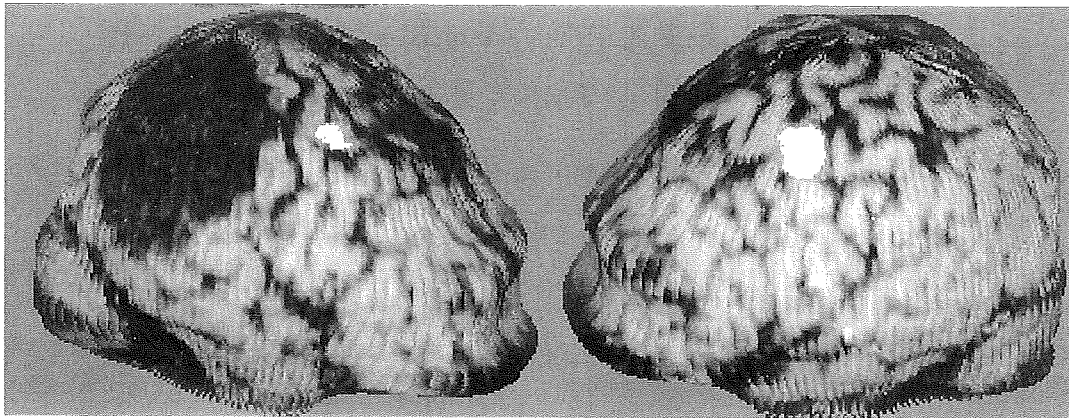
PET motor activation study of Case 1. Opposition movement of finger and thumb in injured side provoked activation of primary motor cortex which survived in spite of massive infarction in surrounding cortex (left). The extent and volume of activation was significantly less than that provoked by movement of non-injured hand (right).
